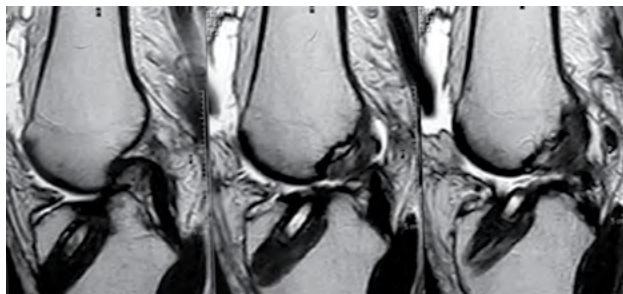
RMN de Rodilla izquierda. Disrupción de plástica ligamentaria del LCA y sinovitis.
